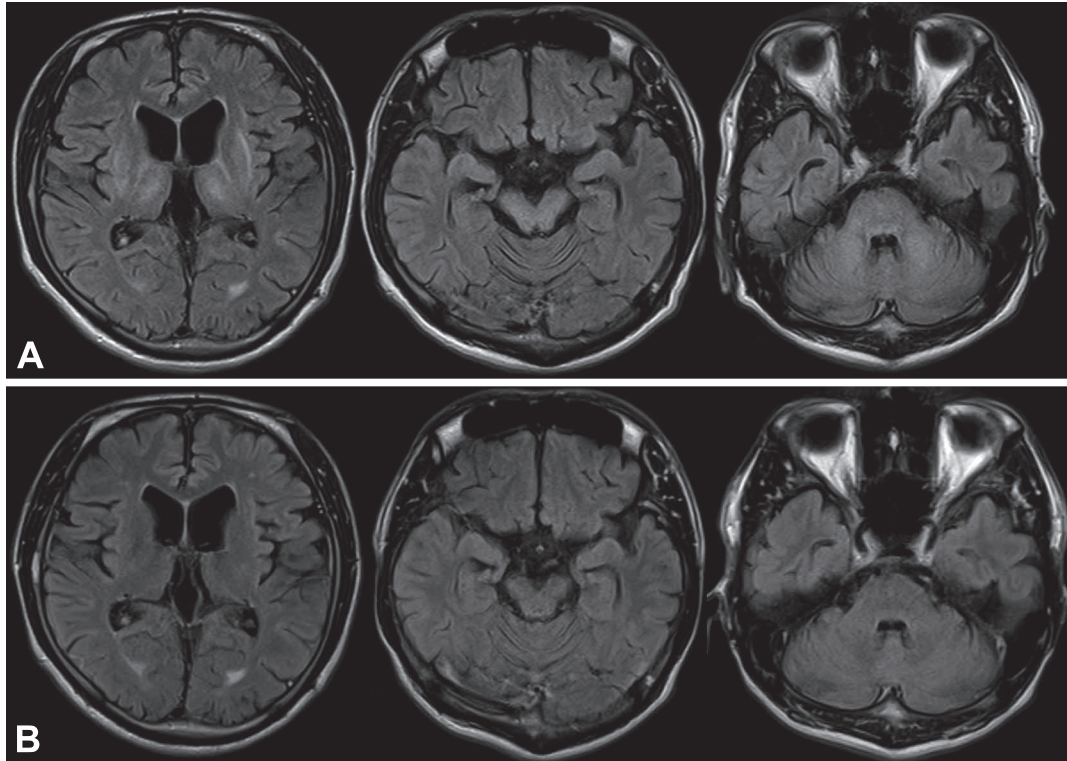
T₂ FLAIR images before (A) and after two years of trientine hydrochloride (B).
